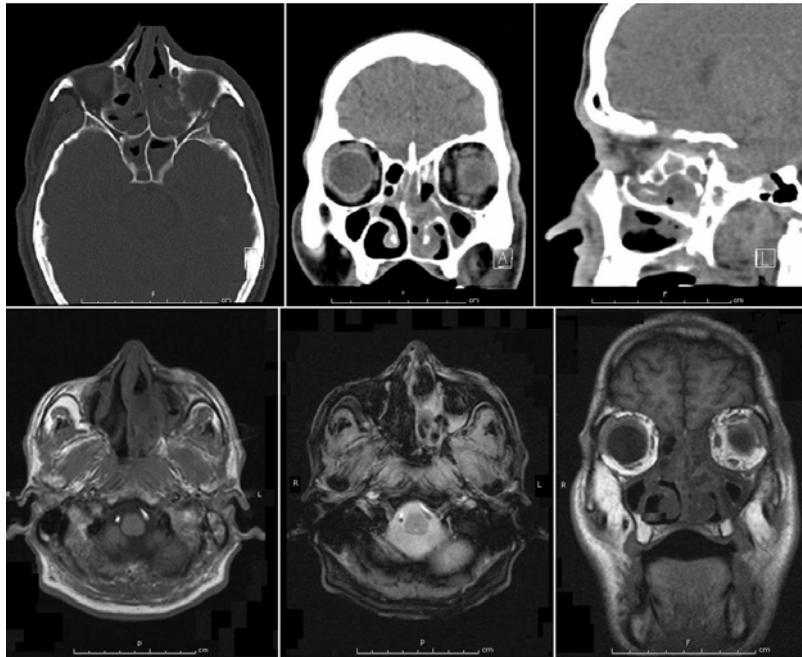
Arriba: Tomografía Axial Computada de cavidades paranasales, Abajo: Resonancia Nuclear Magnética. Se observa compromiso inflamatorio y necrótico sinusal izquierdo, con extensión orbitaria, pterigopalatina, infratemporal hacia espacio masticatorio izquierdo y trombosis parcial seno cavernoso izquierdo.
